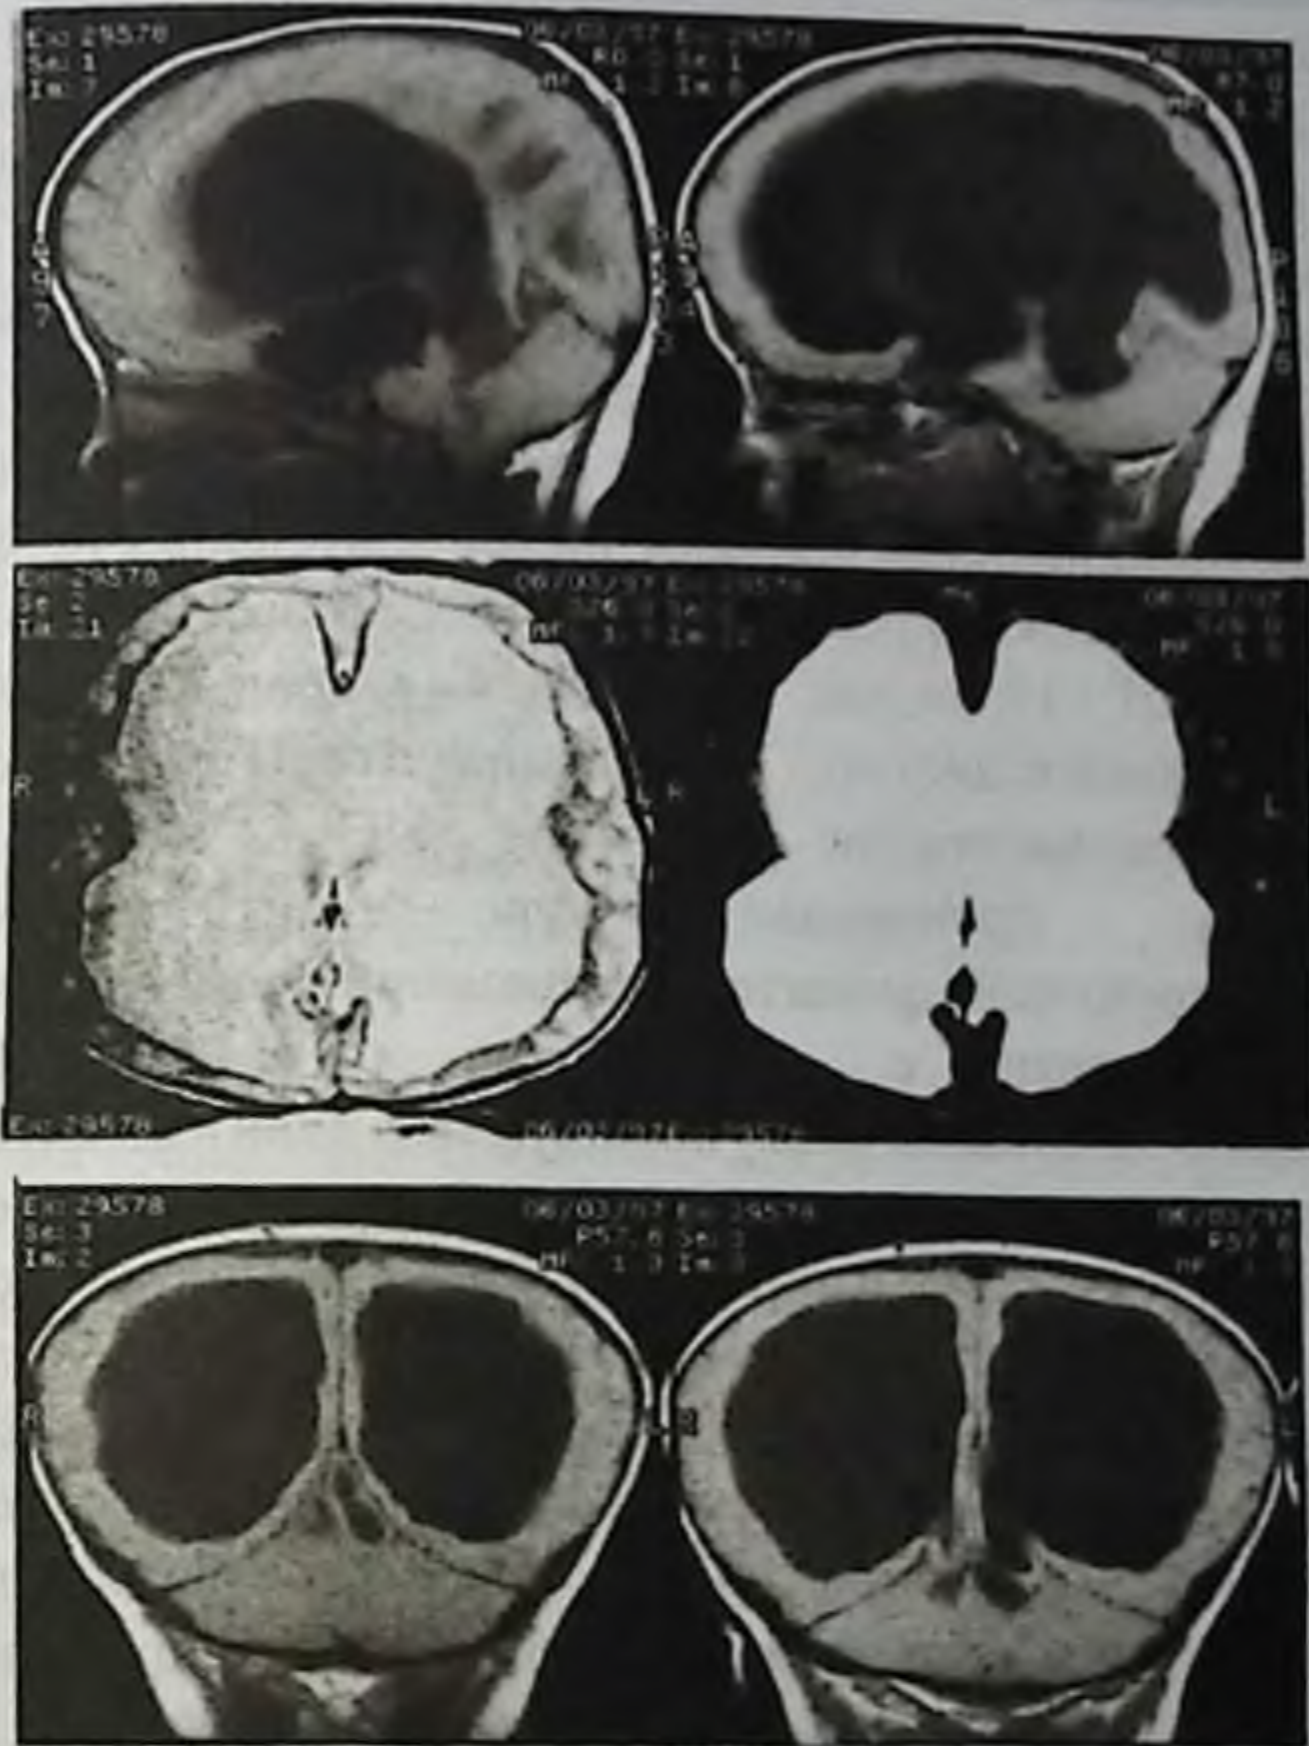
Компьютерная томография 2-х летнего больного Г.У.
